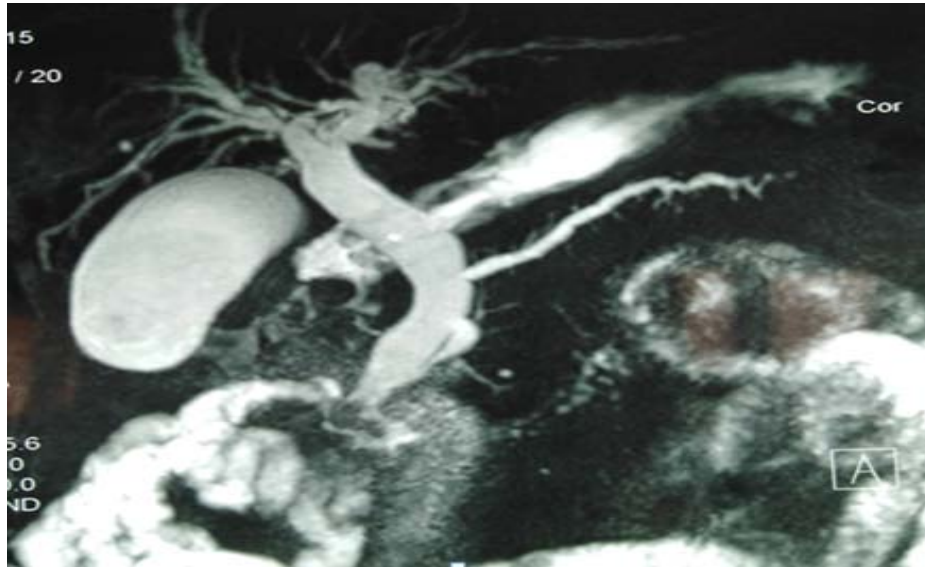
Bili-IRM montrant une dilatation des VBIH et VBEH en amont d'un obstacle lithiasique de la jonction bilio-pancréatique mesurant 11mm x 8mm, s'y associe une dilatation de la vésicule biliaire contenant deux images lithiasiques.
